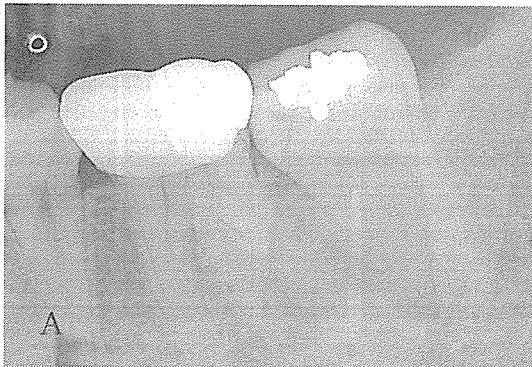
치근단면의 장축과 방사선조사방향의 기하학적 관계
